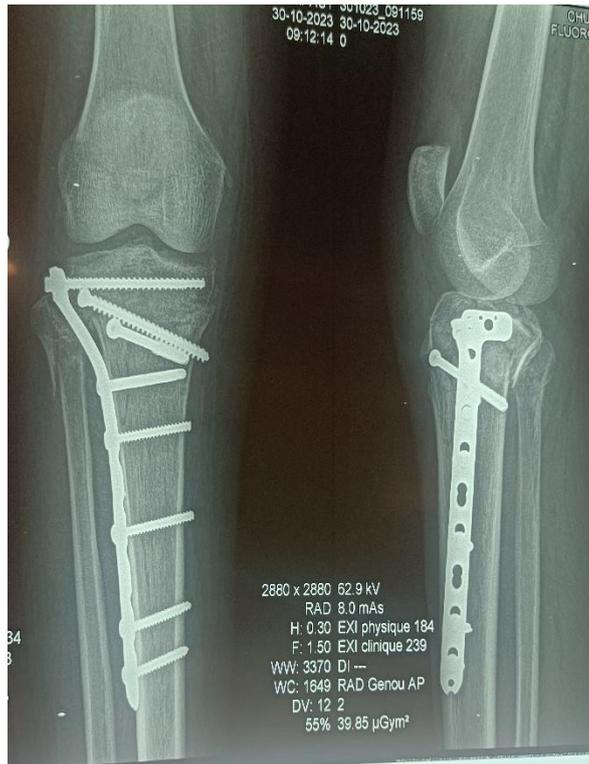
Radiographie de face et de profil genou à J0 postopératoire d'un patient de 42 ans
